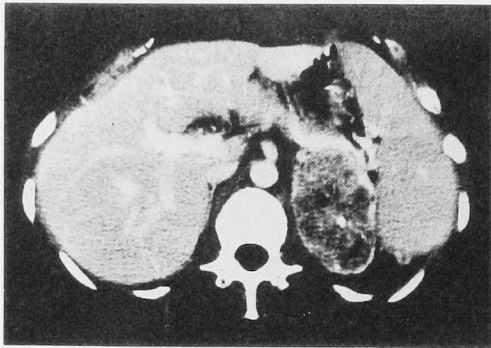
A computed tomography reveals heterogeneous mass with calcification in the left adrenal region.
